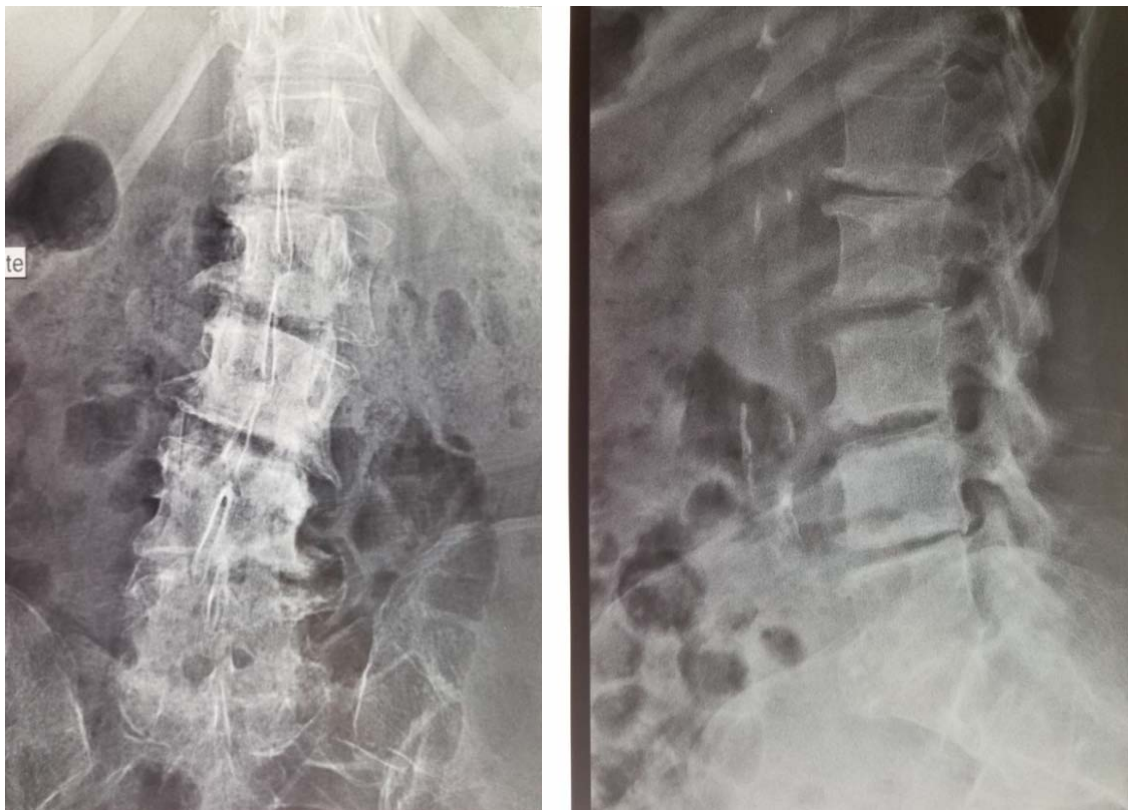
Radiographie du rachis lombaire face et de profil : Lombarthrose étagée, effacement du plateau vertébral en regard du disque vertébral L3-L4, pincement du disque L3-L4 et scoliose lombaire.
